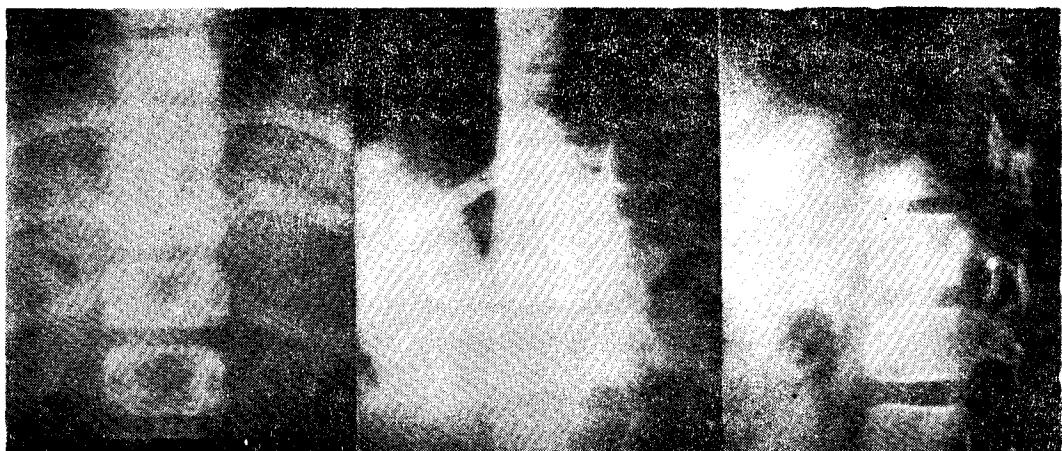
Plain thoracic spine x-ray shows faint calcific density on T11 level.
